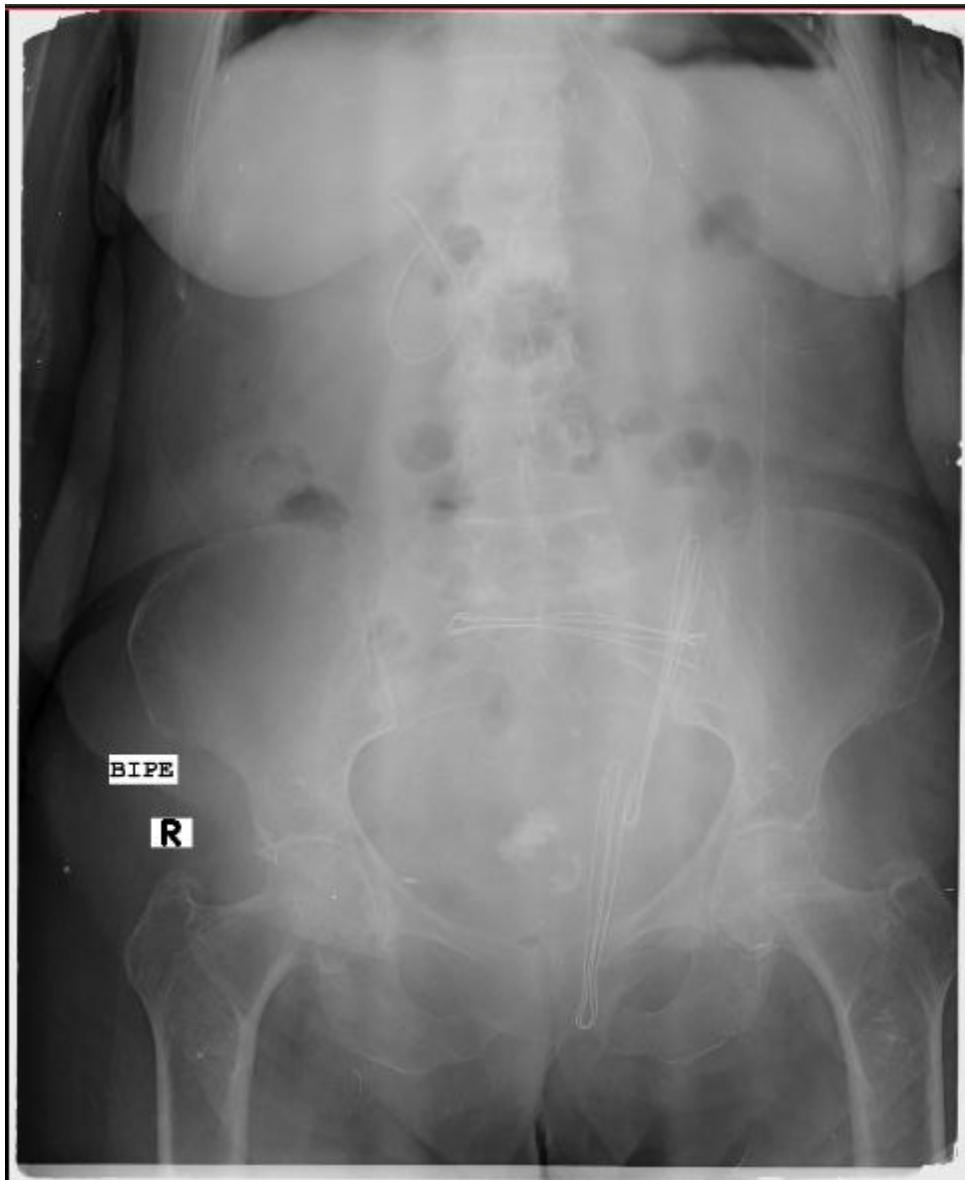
Radiografía en la que se evidencia aire libre subdiafragmático bilateral.
